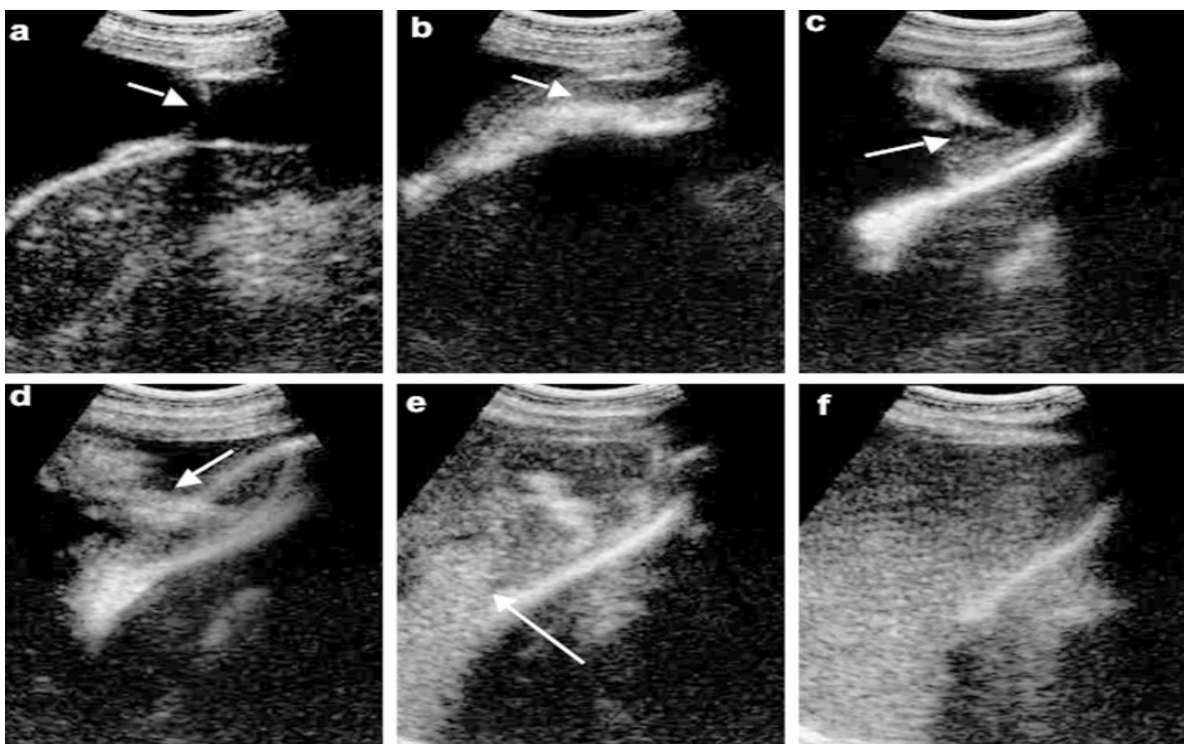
Nachweis eines hepatischen Hydrothorax durch CEUS. Bild a: Der Pfeil bezeichnet das Diaphragma. Bild b: Das UCA breitet sich in Peritonealhöhle aus (Pfeil). Bilder c-f: Das UCA tritt durch die Öffnung in den Pleuraraum über und breitet sich dort aus (Pfeile). Quelle: Modifiziert nach Foschi FG, Piscaglia F, Pompili M et al. Real-time contrast-enhanced ultrasound – a new simple tool for detection of peritoneal-pleural communications in hepatic hydrothorax. *Ultraschall Med* 2008; 29: 538-542
